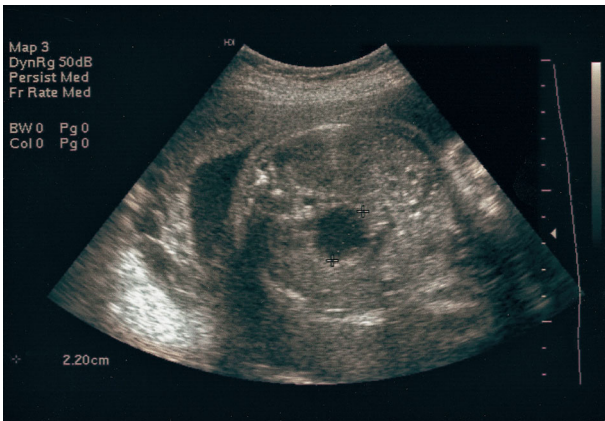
Prenatal ultrasonography, showing a subhepatic cystic mass in case 6.
